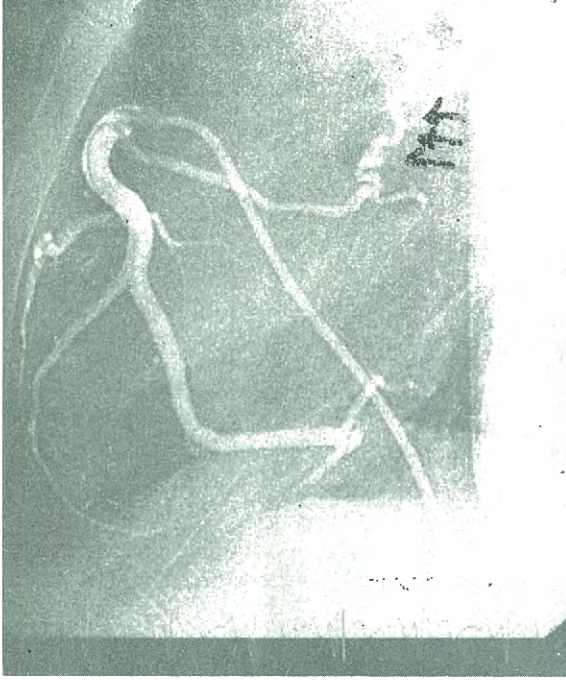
Arka-ön pozisyonundaki selektif sağ koroner anjiyografide konal dalın geniş ve çapının sağ koroner arter kadar olduğu görülmektedir.
